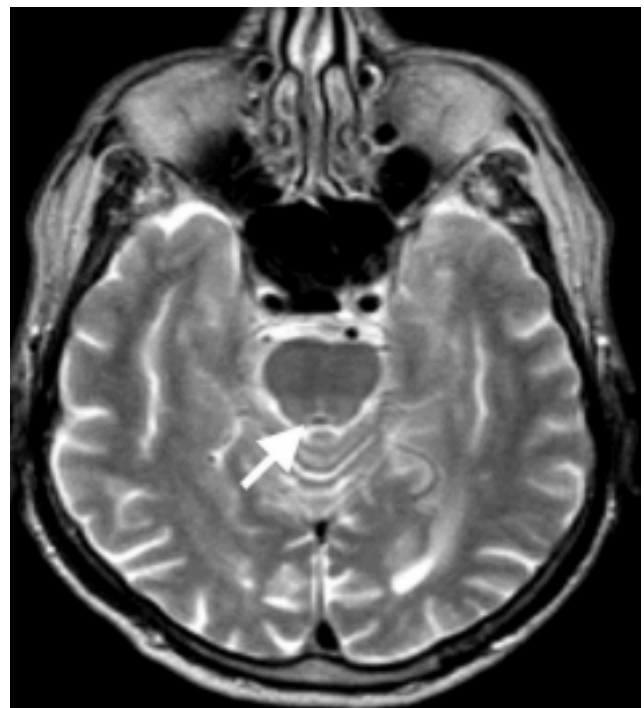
Hiperintensidad periacueductal T2 RMN
